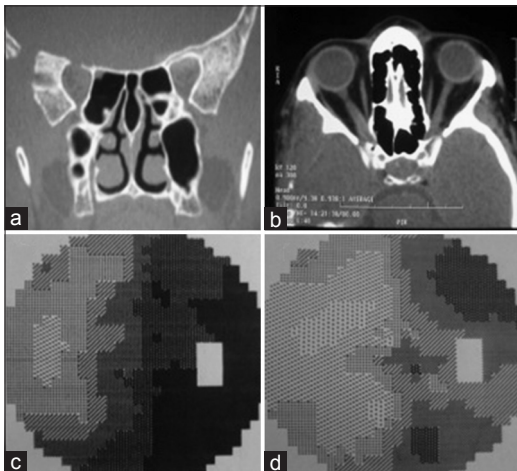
(a) y (b) TC posoperatoria, se observa el drilado sobre el conducto óptico. (c) y (d) campo visual pre y pos operatorio que muestra marcada mejoría en la visión del paciente
